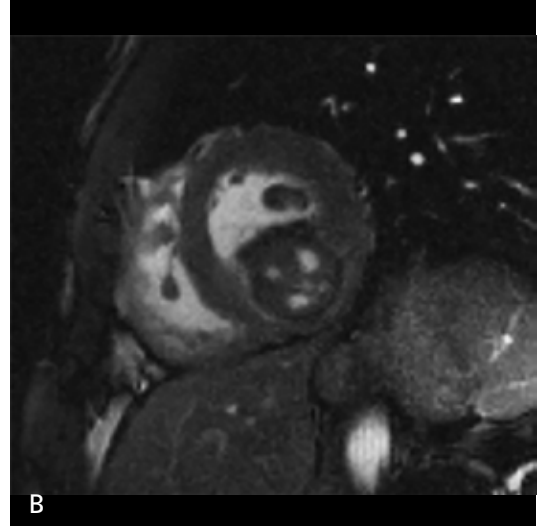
A-C. Mitral anülüs kalsifikasyonu-amorf kalsifiye kardiyak tümör olgusu. Kontrastsız BT görüntüsünde (A) sol ventrikül bazalinde yoğun kalsifikasyon görülmekte. T1A sol ventrikül çıkım yolu görüntüsünde (B) lezyon belirgin hipointens görülmekte (ok). Postkontrast kısa aks incelemede (C) mitral posterior küspis komşuluğunda miyokarda geniş tabanla oturan lezyonda kontrast tutulumu izlenmemekte.
